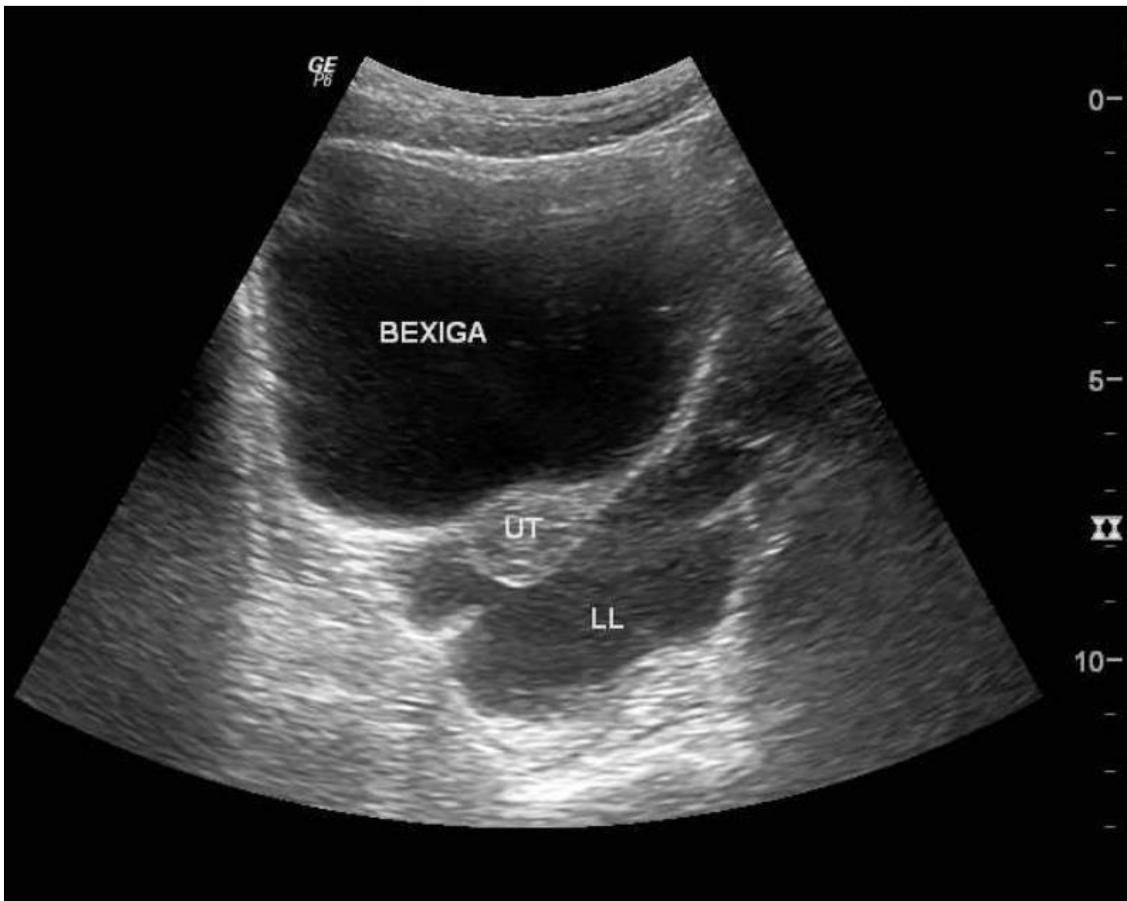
Ultrassonografia de abdome em janela de bexiga urinária. Com quantidade moderada de líquido livre na cavidade abdominal/pélvica.
